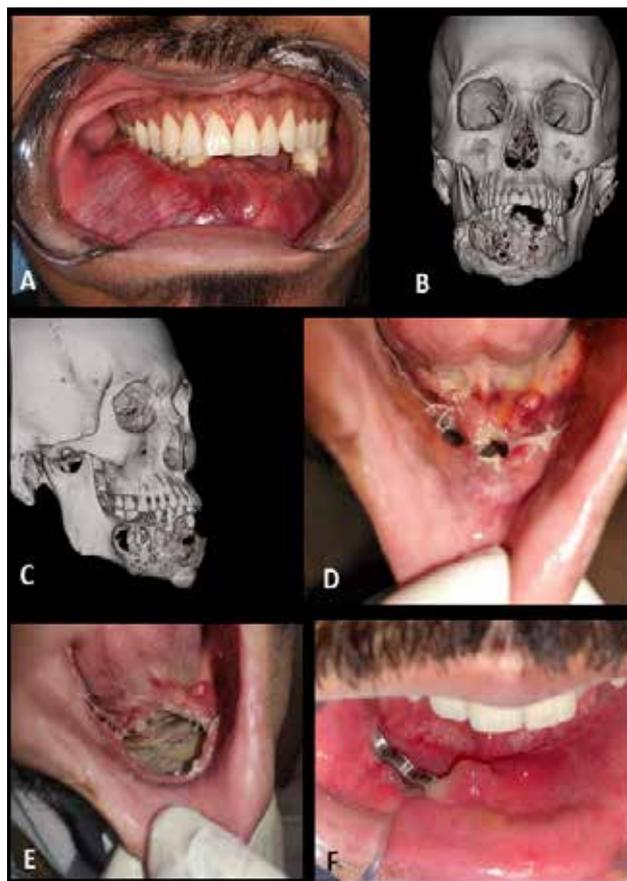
Fotografia intrabucal do paciente um grande tumor em mandíbula (A). Reconstrução 3d das imagens da TC de face exibindo tumor em região anterior da mandíbula estendendo-se para corpo mandibular (B e C). Após 02 dias da ressecção foi observado uma deiscência da sutura. 04 dias e 8 meses de pós-operatório respectivamente.
